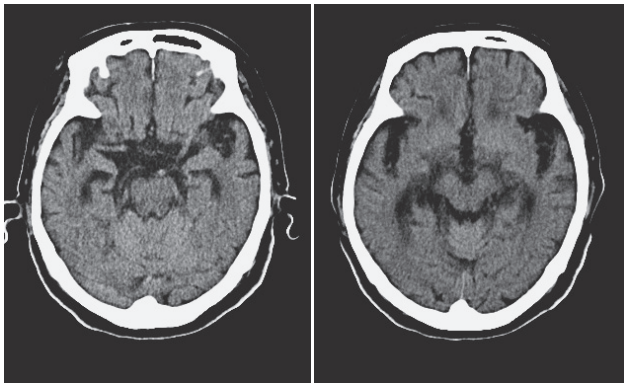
死亡3年前の頭部CT水平断像。大脳全体の萎縮がある。
